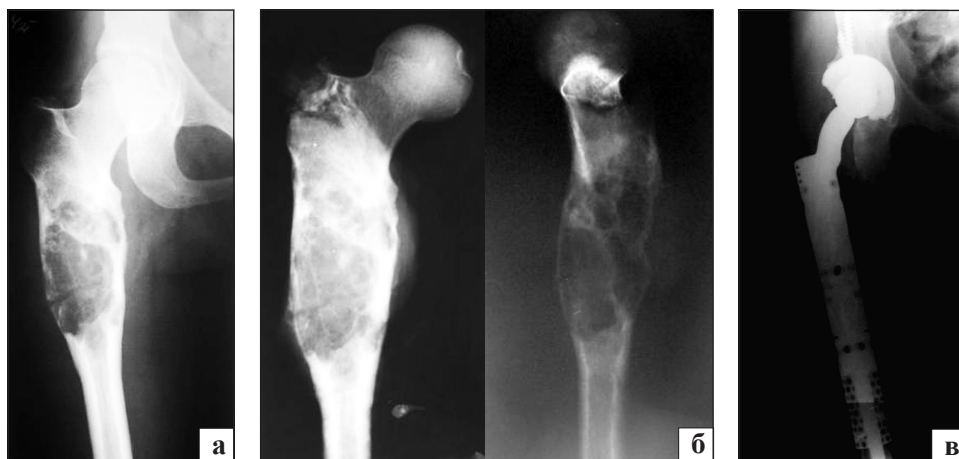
Фотоотпечатки рентгенограмм в/3–с/3 бедренной кости пациентки П., 32 г.: а) до операции; б) препарат удаленной опухоли; в) после операции
